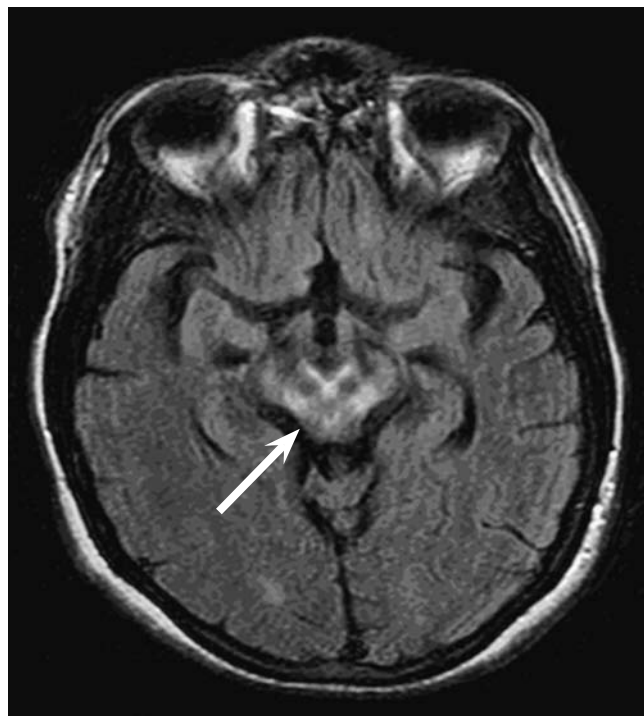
МРТ головного мозга больной М. с диагнозом ГЦД. Отмечается неравномерное повышение МР-сигнала в режиме Flair от среднего мозга по типу «морды панды» (стрелка)
